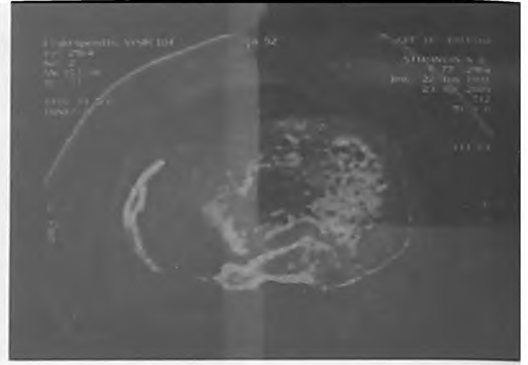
Компьютерная томография коленного сустава до операции
